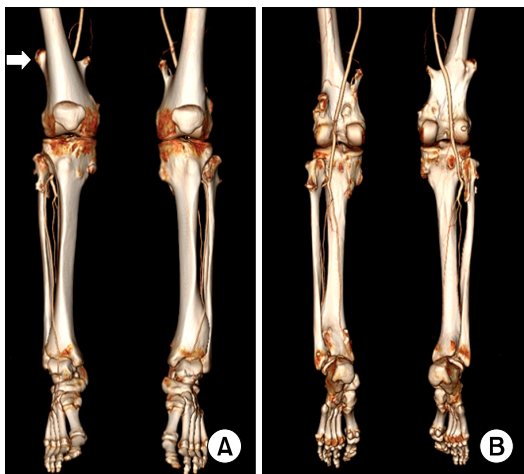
CT angiography of lower extremities. Anterior (A) and posterior (B) views of volume rendering images show multiple osteochondromas about knees and ankles of both lower legs.
